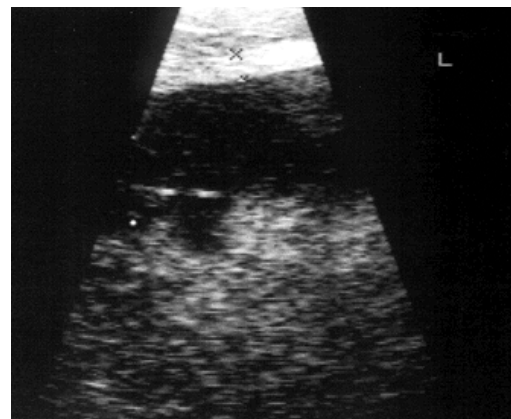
Ultrasonogramm einer „harnblasen-ähnlichen“ Struktur einer Straußenhenne unter Verwendung eines perikloakalen Fensters in der sagittalen Ebene. Der Schallkopf ist direkt ventral zur Kloake plaziert. Rechts ist auf der linken Seite des Bildes. Beachte die 2 mm dicke Wand (x Marker) sowie den hypoechoischen Inhalt.
